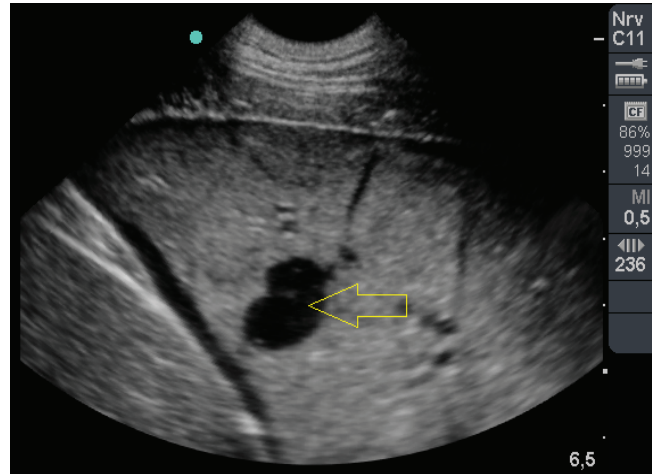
Transkostaales Sonogramm der gefluteten Lunge am VT nach TMM Injektion (Pfeil - Bioglu).
